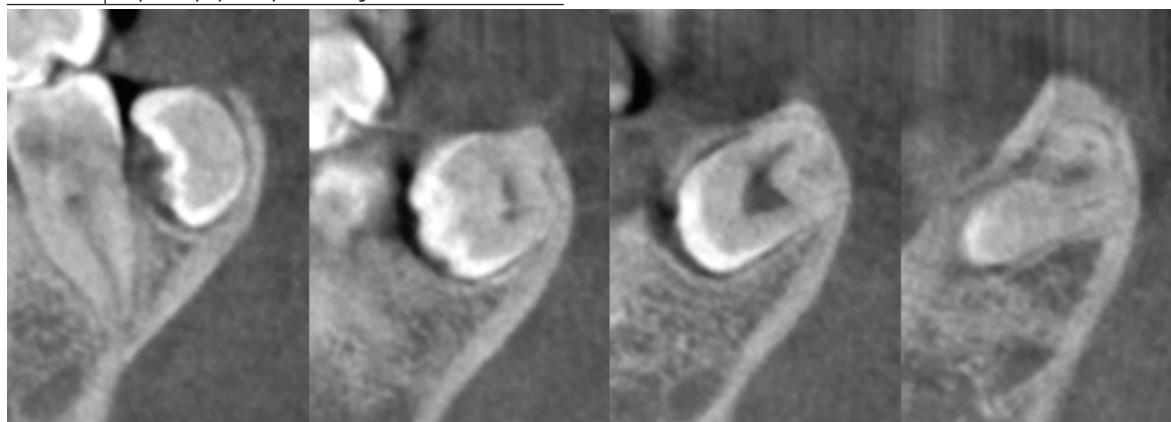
Secțiuni din tomografia computerizată cu fascicol conic în proiecție sagitală
